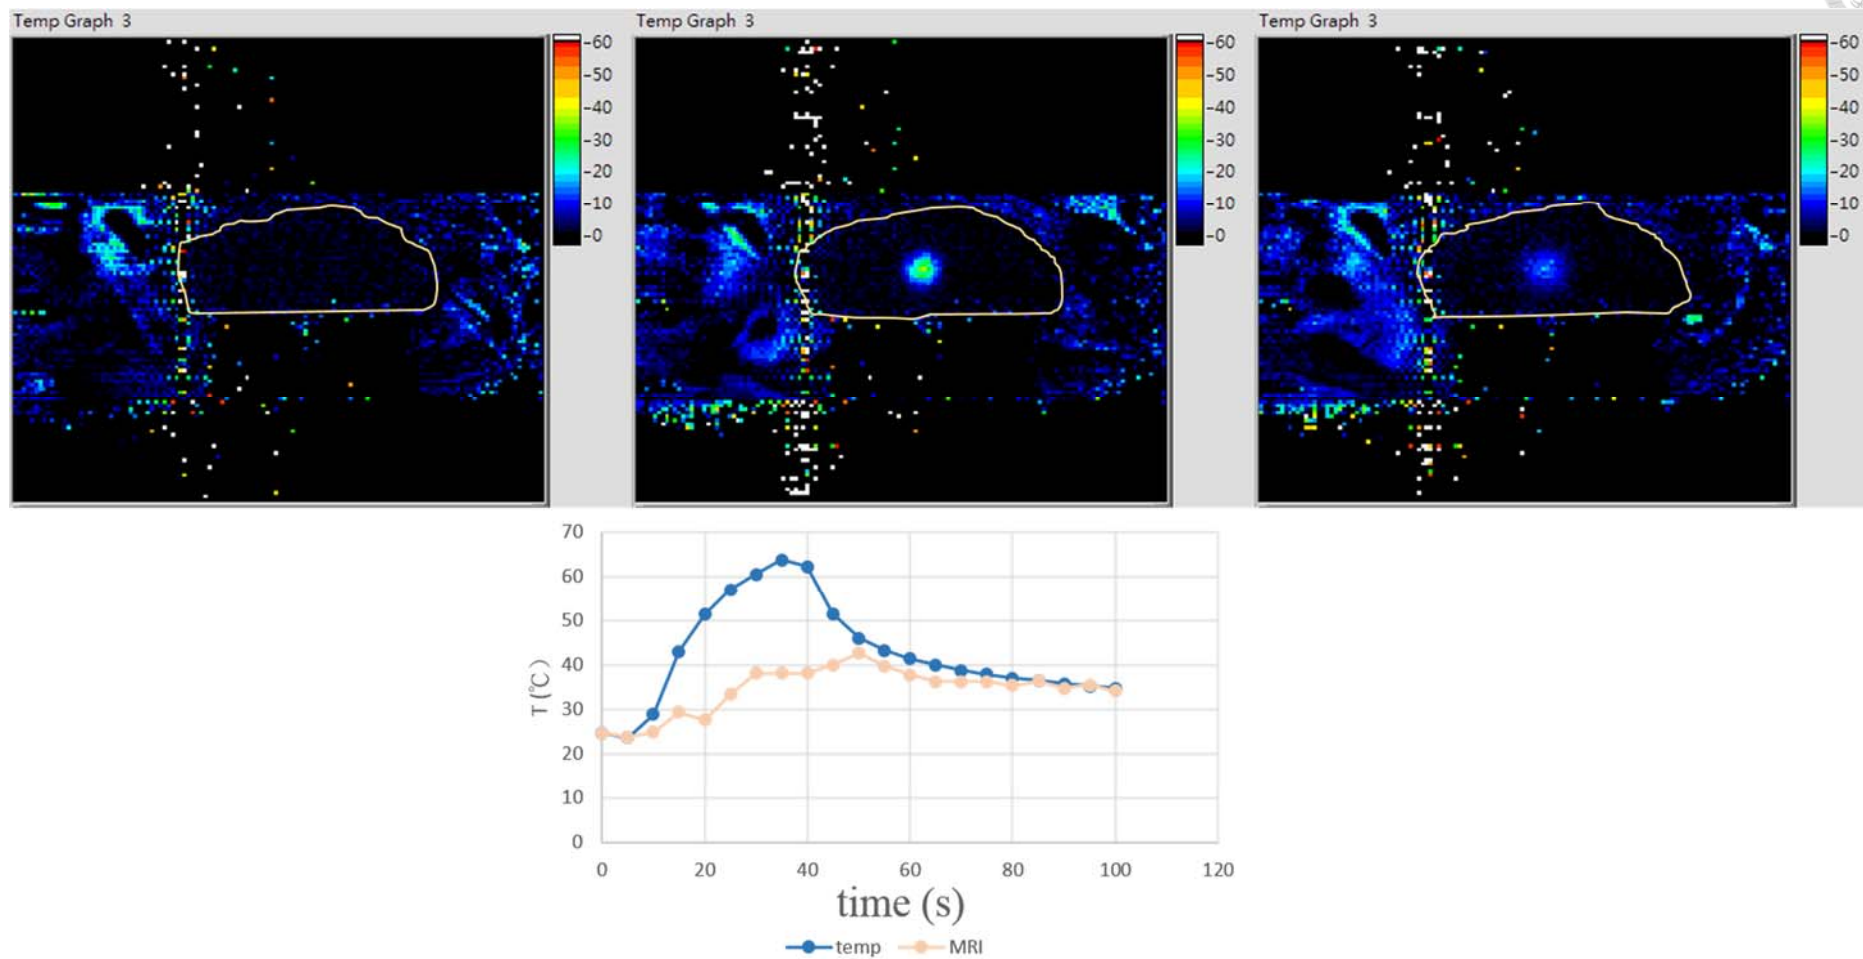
MRI 測溫法與實際溫度誤差測試第三組結果
